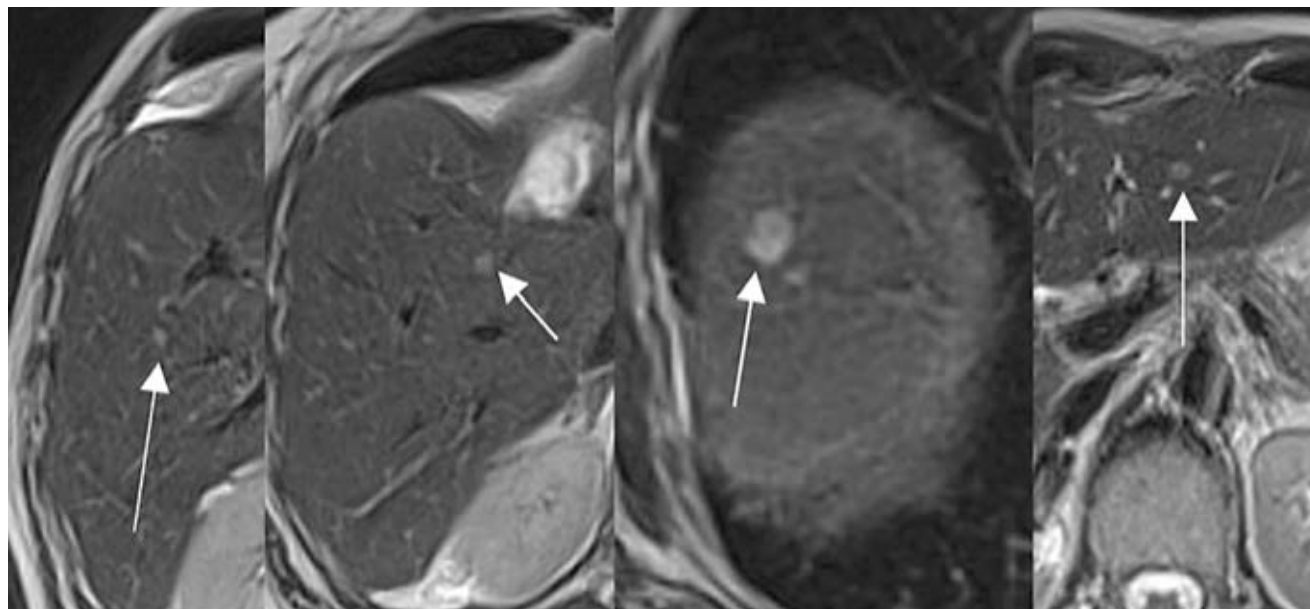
МРТ ОБП через 3 мес после операции
